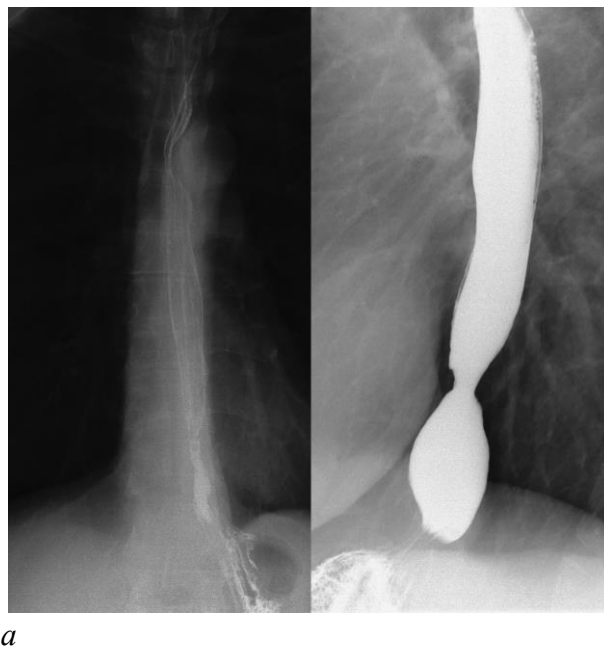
Рентгенограммы пищевода, полученные в ходе рентгеноскопического исследования. Грыжа пищеводного отверстия диафрагмы III степени*
